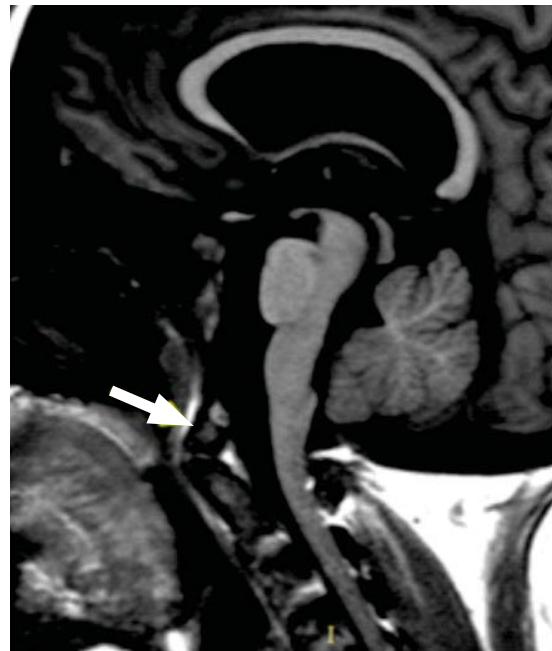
Resonancia magnética secuencia T1 FLAIR en plano sagital donde se observa subluxación anterior de la apófisis odontoides y aparente asimilación atlanto-occipital (flecha) que corresponde al cóndilo tertius.
